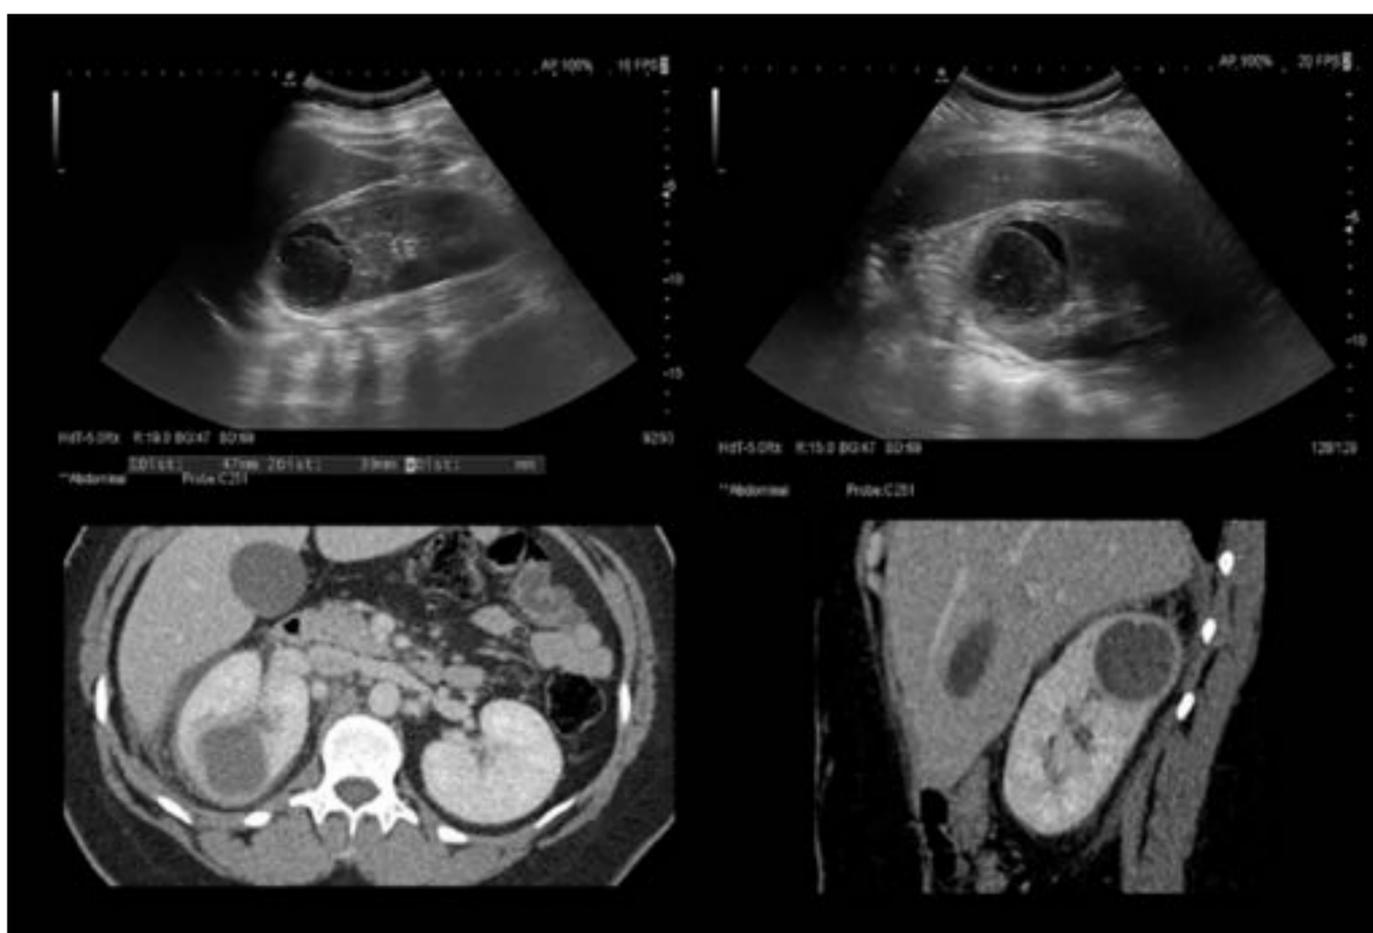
Absceso renal derecho en ecografía y TC con contraste.
